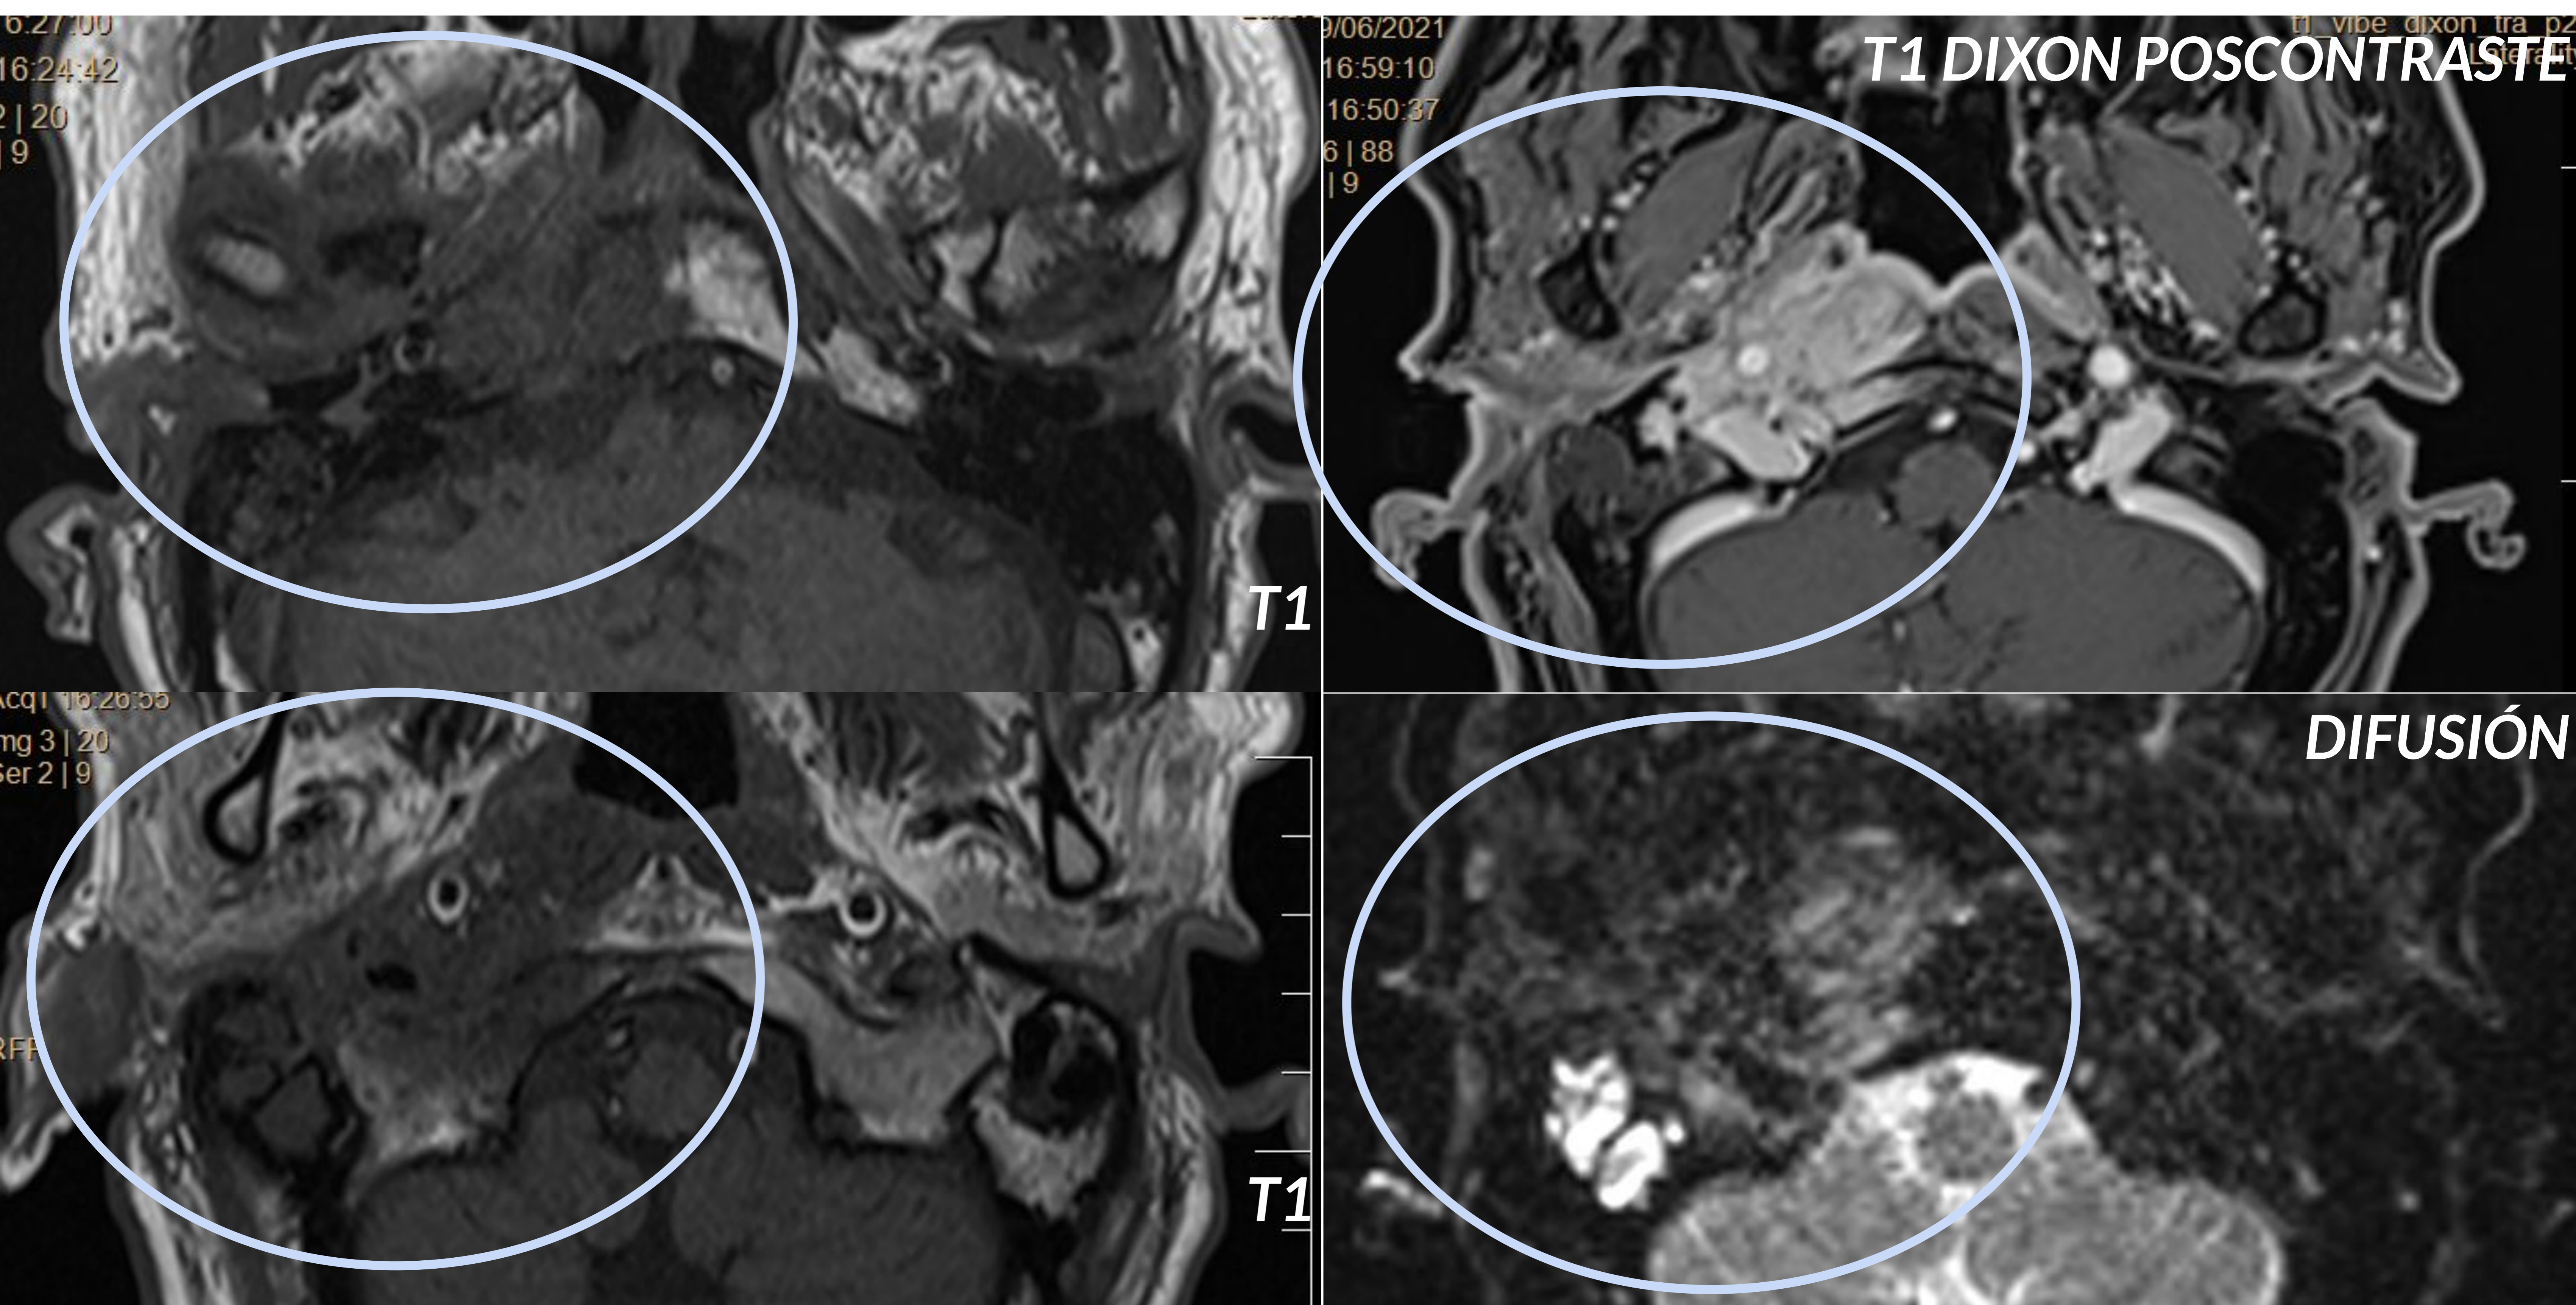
RM de CAIs, cortes axiales.
